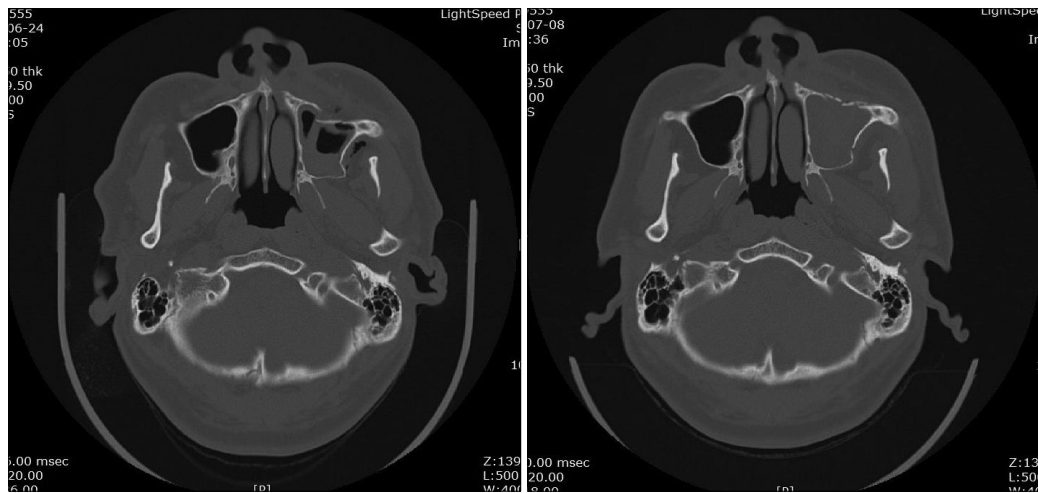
Computed tomographic imaging evaluation of maxilla fracture repair with absorbable mesh and screws. (Left) Preoperative axial view and (Right) postoperative axial view in 7 days.
